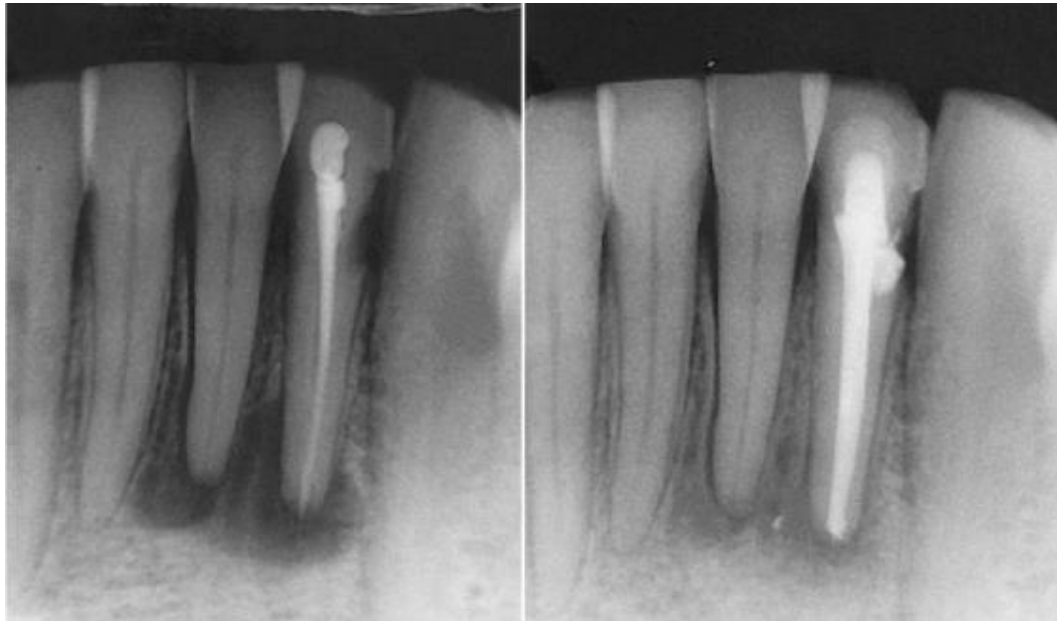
Tratamiento endodóncico deficiente causando lesión periapical.¹²
